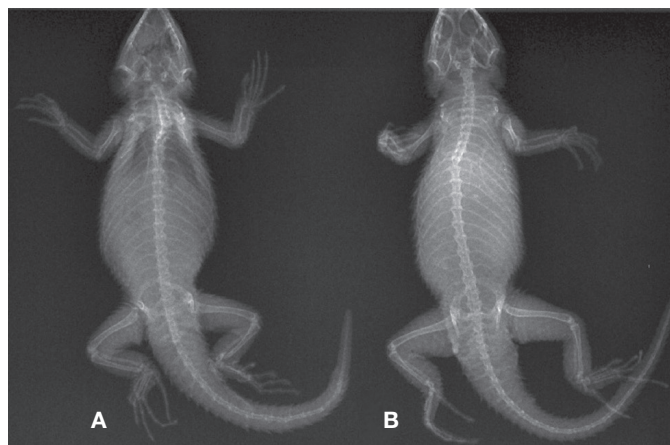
Radiografía de los ejemplares de *Sceloporus torquatus* en vista dorsal (A= CV-R261 y B= CV-R262).
